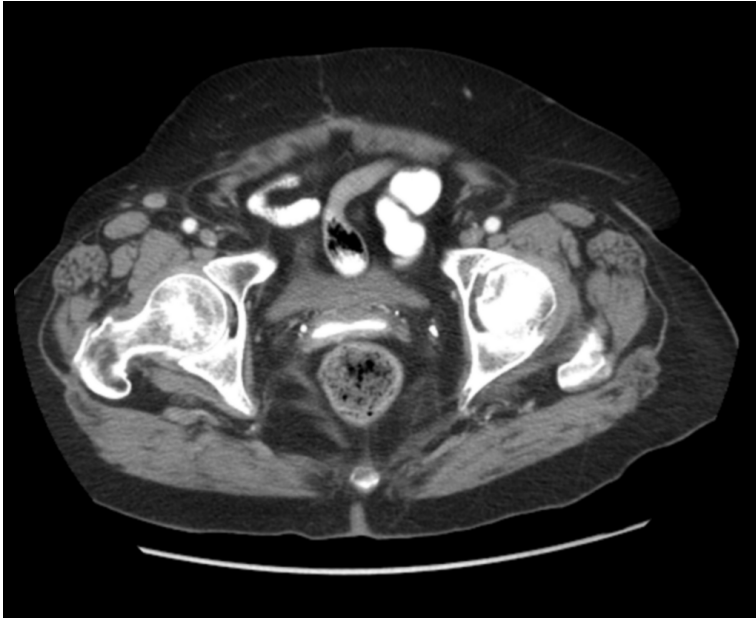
TAC abdominal en el que se demostró la existencia de un trayecto fistuloso entre asa de intestino delgado y vagina.
